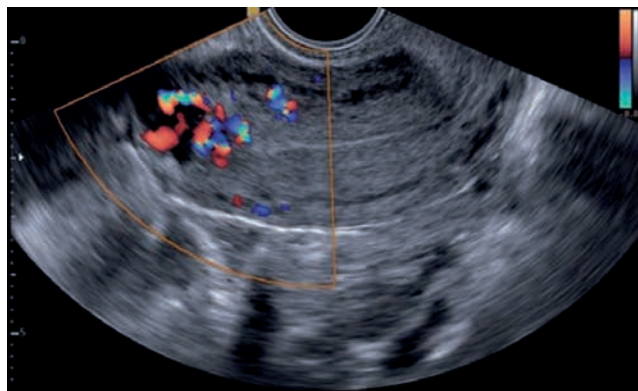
Mola invasora – massa com invasão focal do miométrio, formada por complexos multicísticos hipoeoicos, hipervascularizados à dopplervelocimetria
